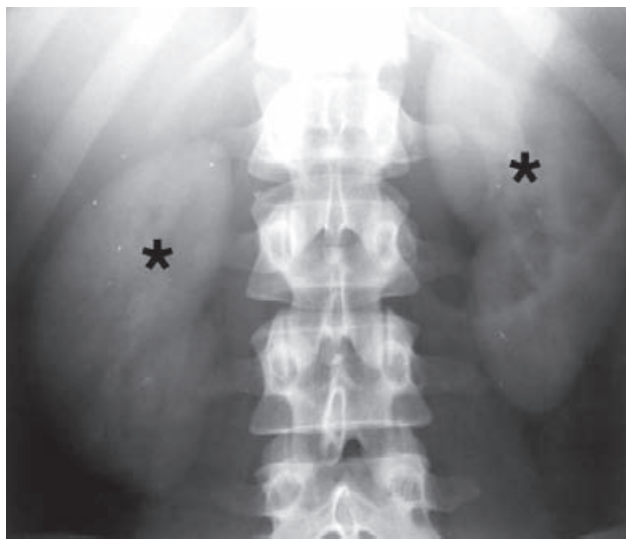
Radiografía simple abdominal que muestra las sombras renales (*).
